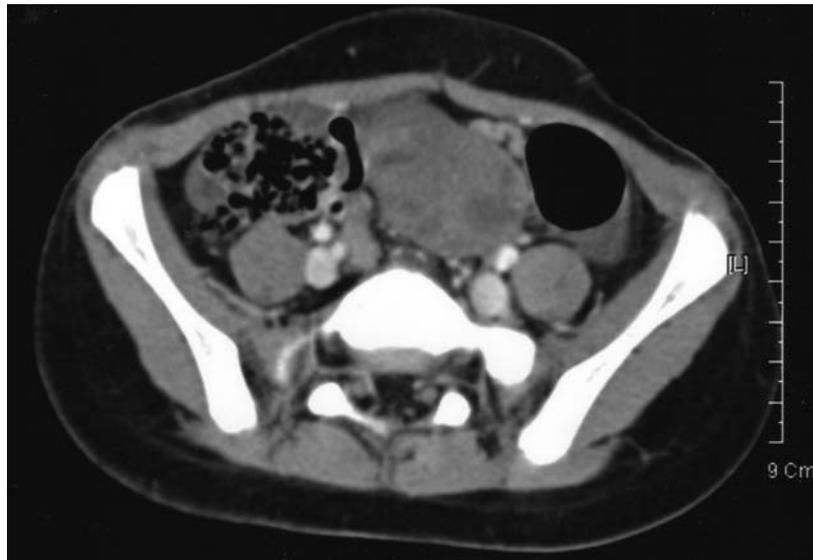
Abdominal and pelvic CT scan shows a 5 × 3 cm sized mass in the pelvic cavity.
